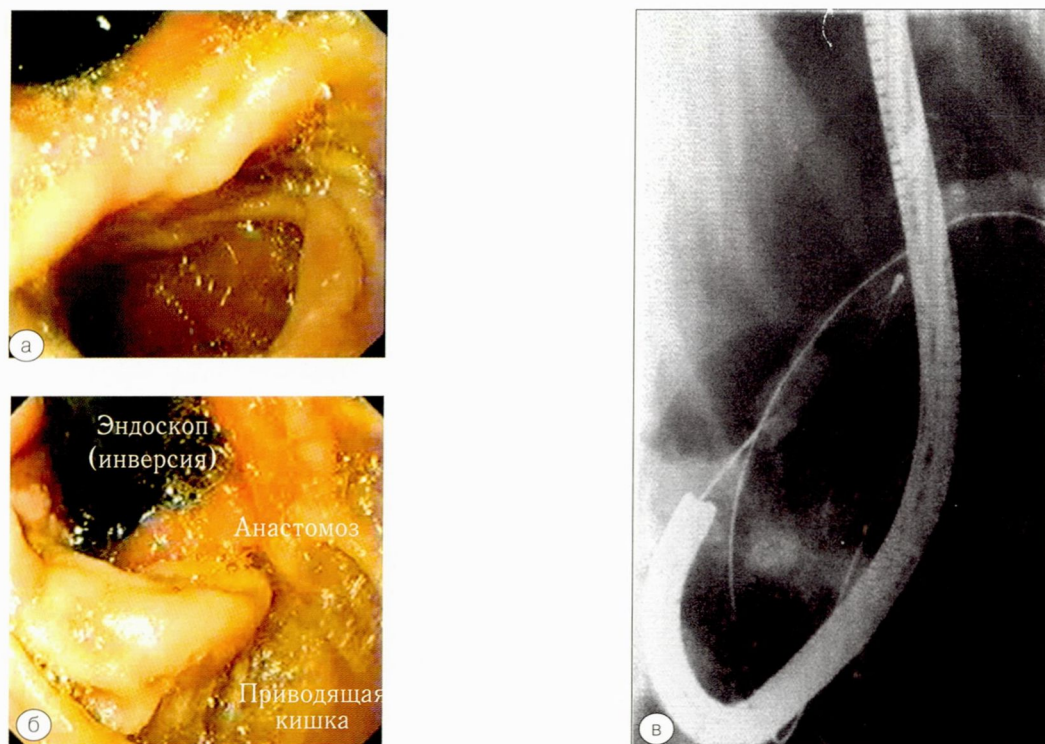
Анастомоз в модификации Бильрот-2 по Гофмейстеру-Финстереру. а – эндосфото приводящей петли (инверсионный осмотр), б – эндосфото приводящей петли на перистальтике, в – рентгенограмма
